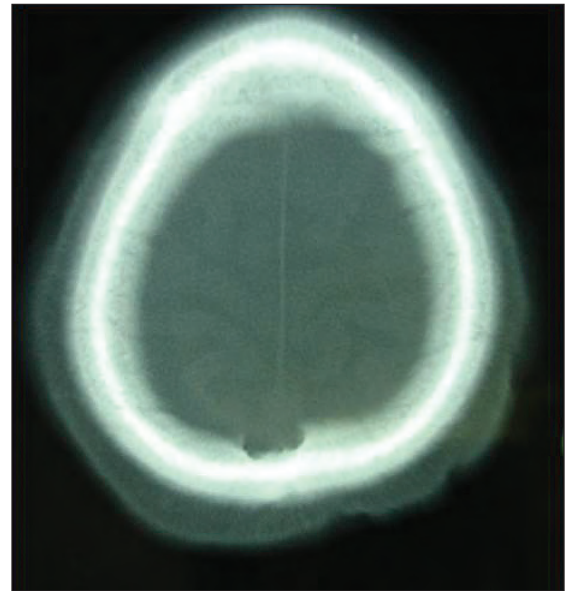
TAC CE: imagem lacunar na cortical interna parietal posterior (imagem superior)
